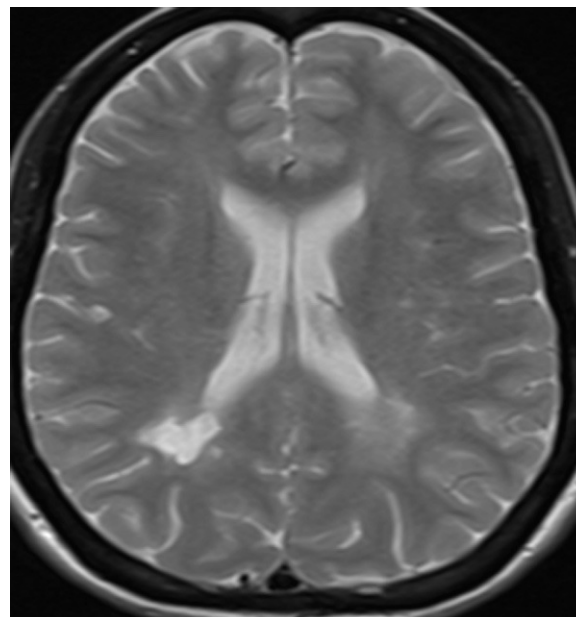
RM corte axial (T2).
